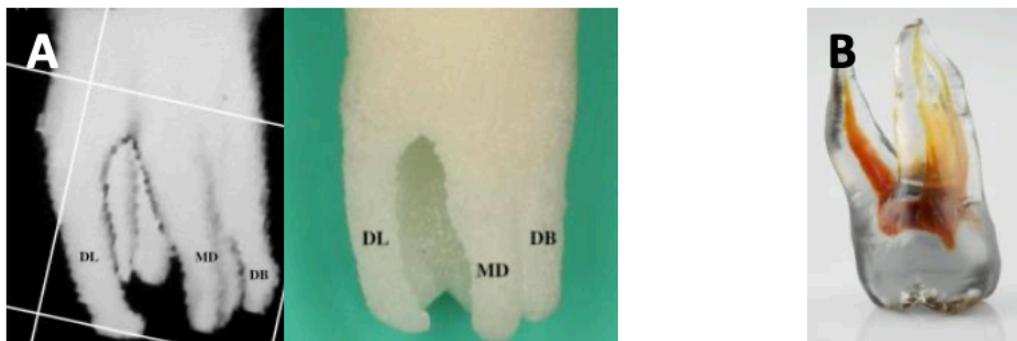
reproduction d'une dent par impression 3D. A [15] : image CBCT (gauche), prototype d'une dent (droite) ; B (image DELendo) : TrueTooth.
